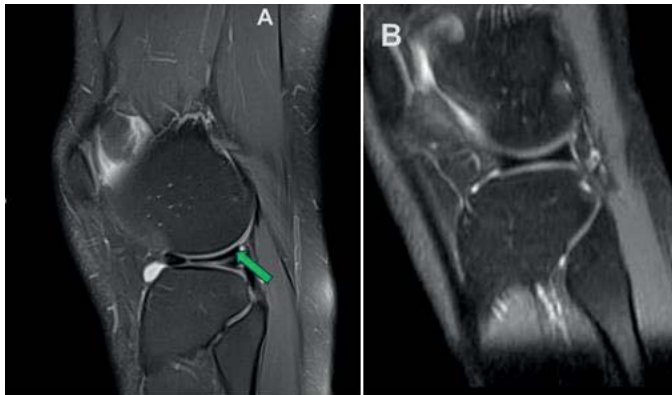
(A) Imagen por resonancia magnética de rodilla potenciada en T2 Fatsat en adquisición sagital que muestra un desgarro de cuerno posterior del menisco lateral, que corresponde a grado 3 de Lotysch. (B) Imagen por resonancia magnética de rodilla potenciada en T2 Fatsat en adquisición sagital que muestra el menisco lateral que conserva morfología e intensidad de señal normal.
